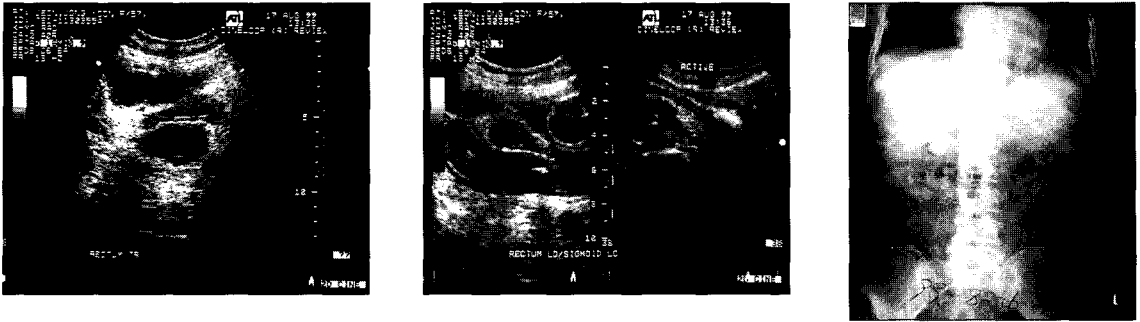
Abdomina Ultrasonography and X-ray(supine)
